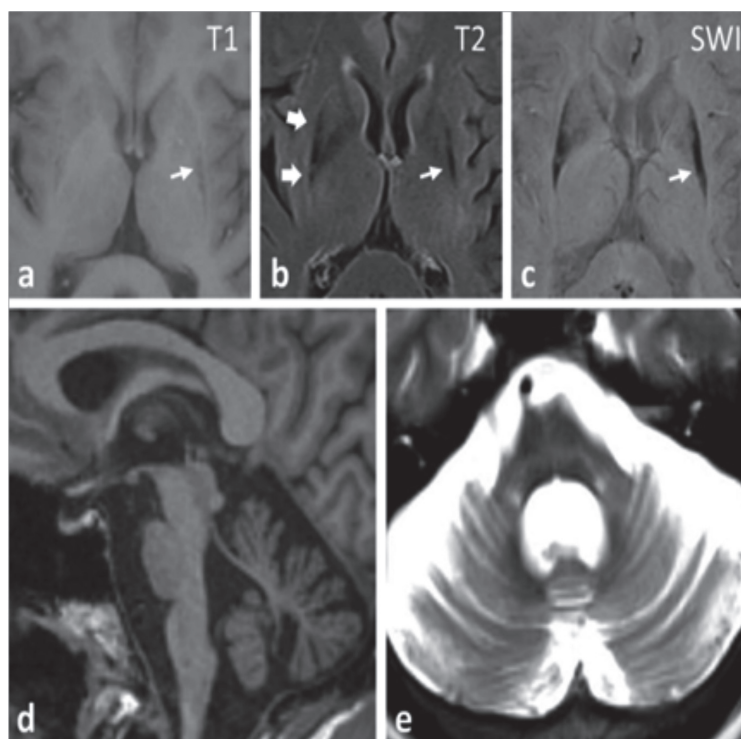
МРТ головного мозга при МСА-П (А–С) демонстрирует атрофию путаминального отдела (маленькая стрелка) с сигналом гипоинтенсивного Т1/Т2 и признаком гиперинтенсивного Т2 сигнала (большие стрелки). (С) SWI показывает плотное заднее отверстие с гемосидерином. (D) Оливопонтоцереbellарная атрофия при МСА-М. (E) Изображение Т2 с атрофией понтина, глиозом и знаком «булочка с горячим крестом» (цитирование по V. Chelban) [21].
